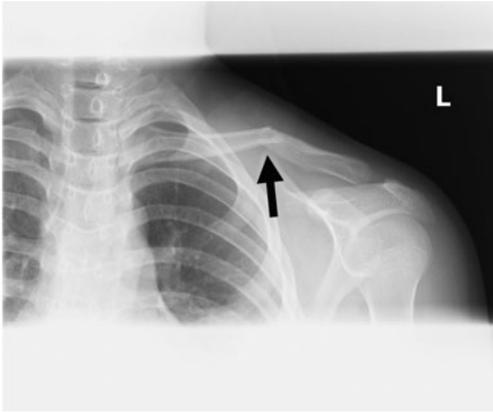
The initial plain radiograph : Mid-clavicle fracture with minimal displacement (arrow) .
